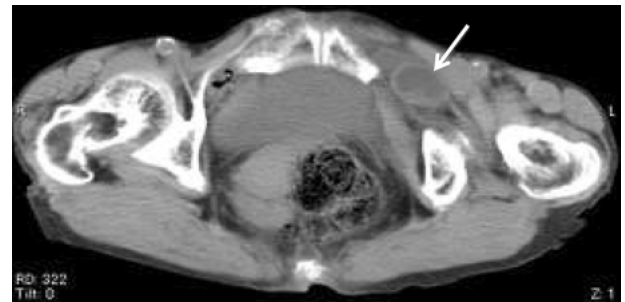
閉鎖孔ヘルニア 88歳女性 単純CT:左の閉鎖孔に小腸と思われる腸管(矢印)が入り込んでいる。このCTには映っていないが、比較的長い区域の小腸ループには異常拡張像と内腔の過剰な液体貯留像が認められる。腹水やfree airはない。
